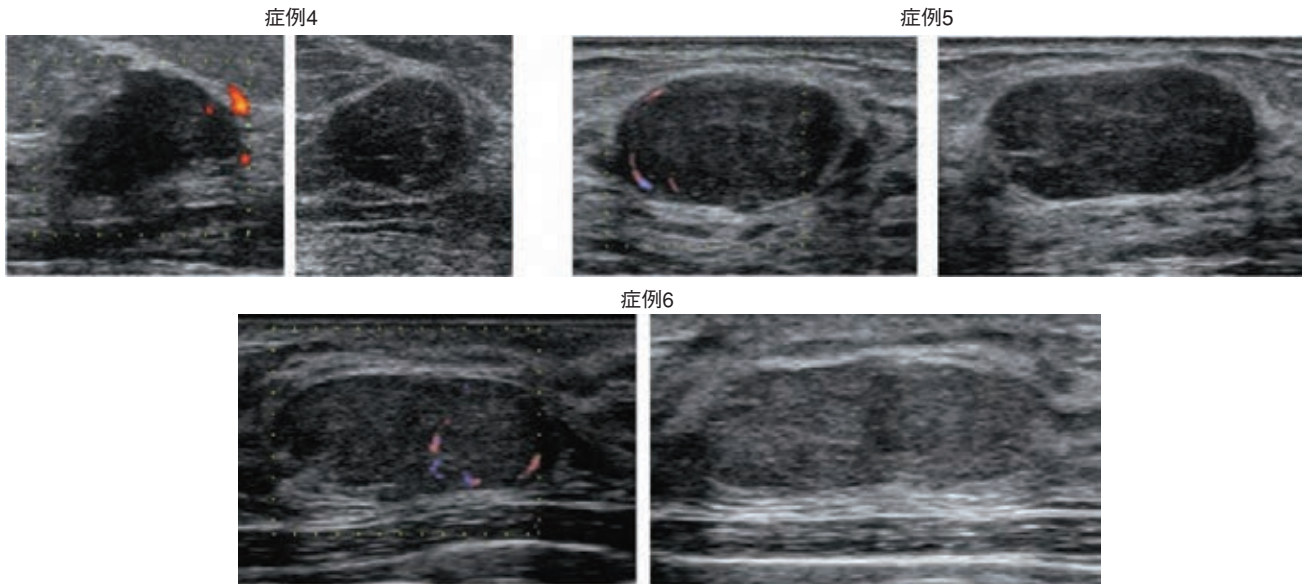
生検前に最もFAが疑われた症例の超音波画像
